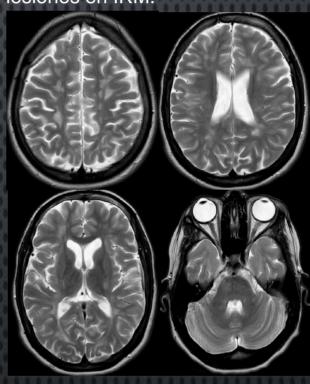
IRM de cráneo secuencia T2 cortes axiales con lesiones desmielinizantes.
